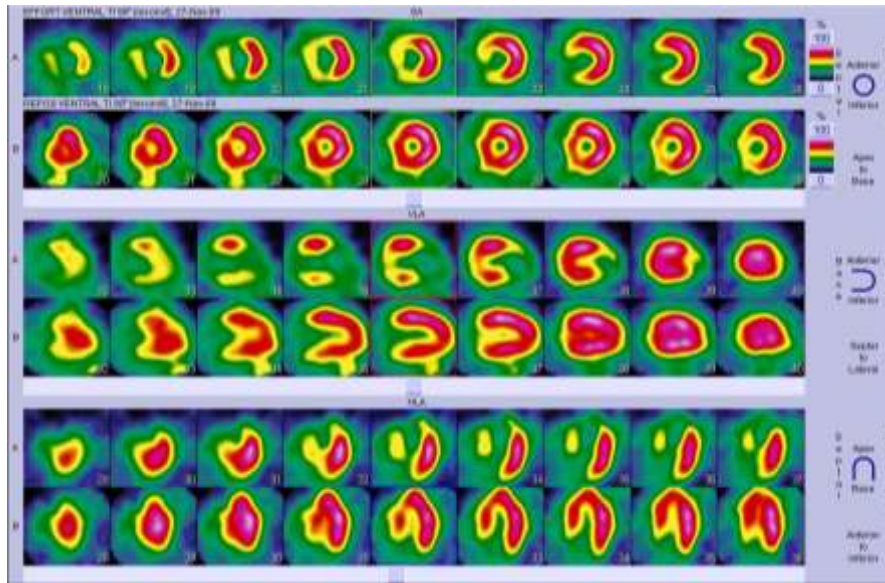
La scintigraphie cardiaque isotopique.
